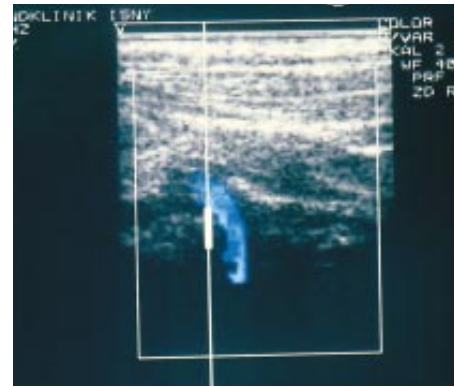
► Farbdopplerbild der A. vertebralis im Atlasschleifenbereich
